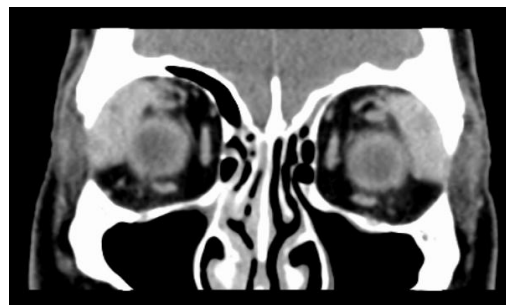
TAC evidenciando glândulas lacrimais de dimensões aumentadas.
